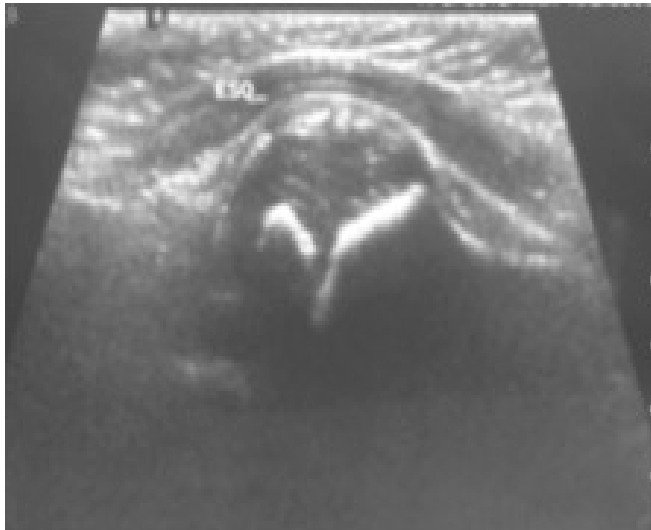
Ecografia da articulação gleno-umeral mostrando derrame articular.
